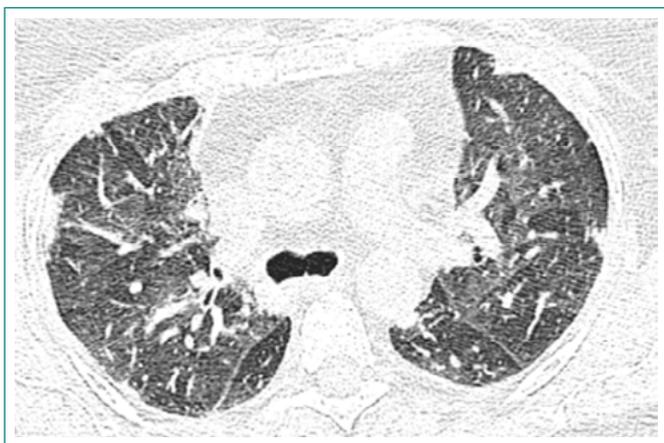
Tomografía al ingreso hospitalario, diciembre de 2012
